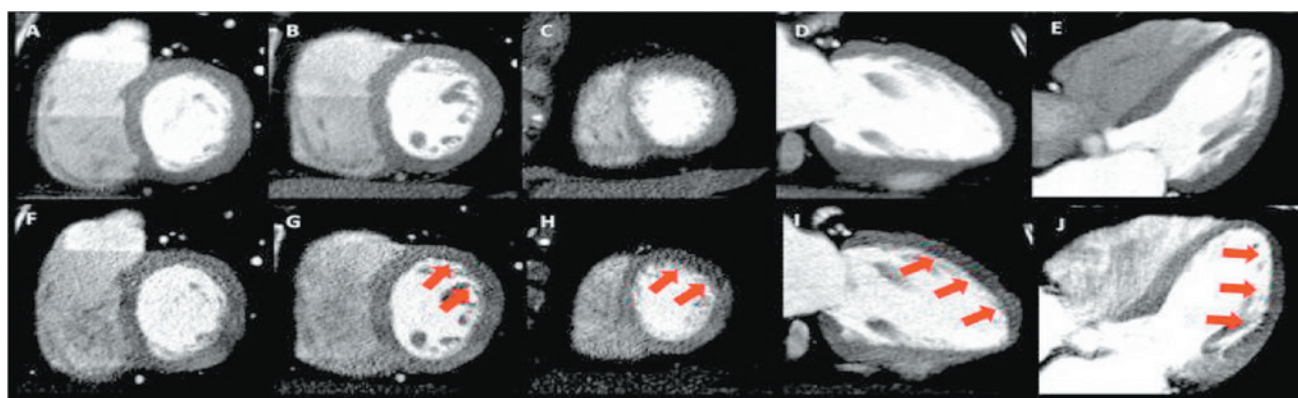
КТ-перфузия миокарда в статическом режиме. Исходные данные в покое А-Е и на пике фармакологической нагрузки F-Ж. Дефекты перфузии миокарда (указаны стрелками) в передних, апикальных и передне-боковых отделах ЛЖ непосредственно после введения АТФ (Inacio JR, et al. (2022) [29])
